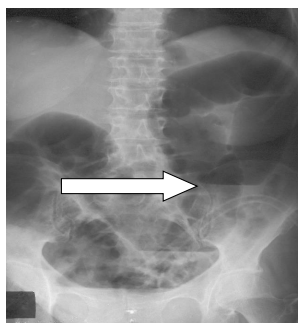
Обзорная рентгенограмма брюшной полости при второй степени субкомпенсированной формы нарушений толстокишечной проходимости. Стрелка указывает на горизонтальный уровень жидкости над опухолью, обтурирующей просвет левого фланга ОК
